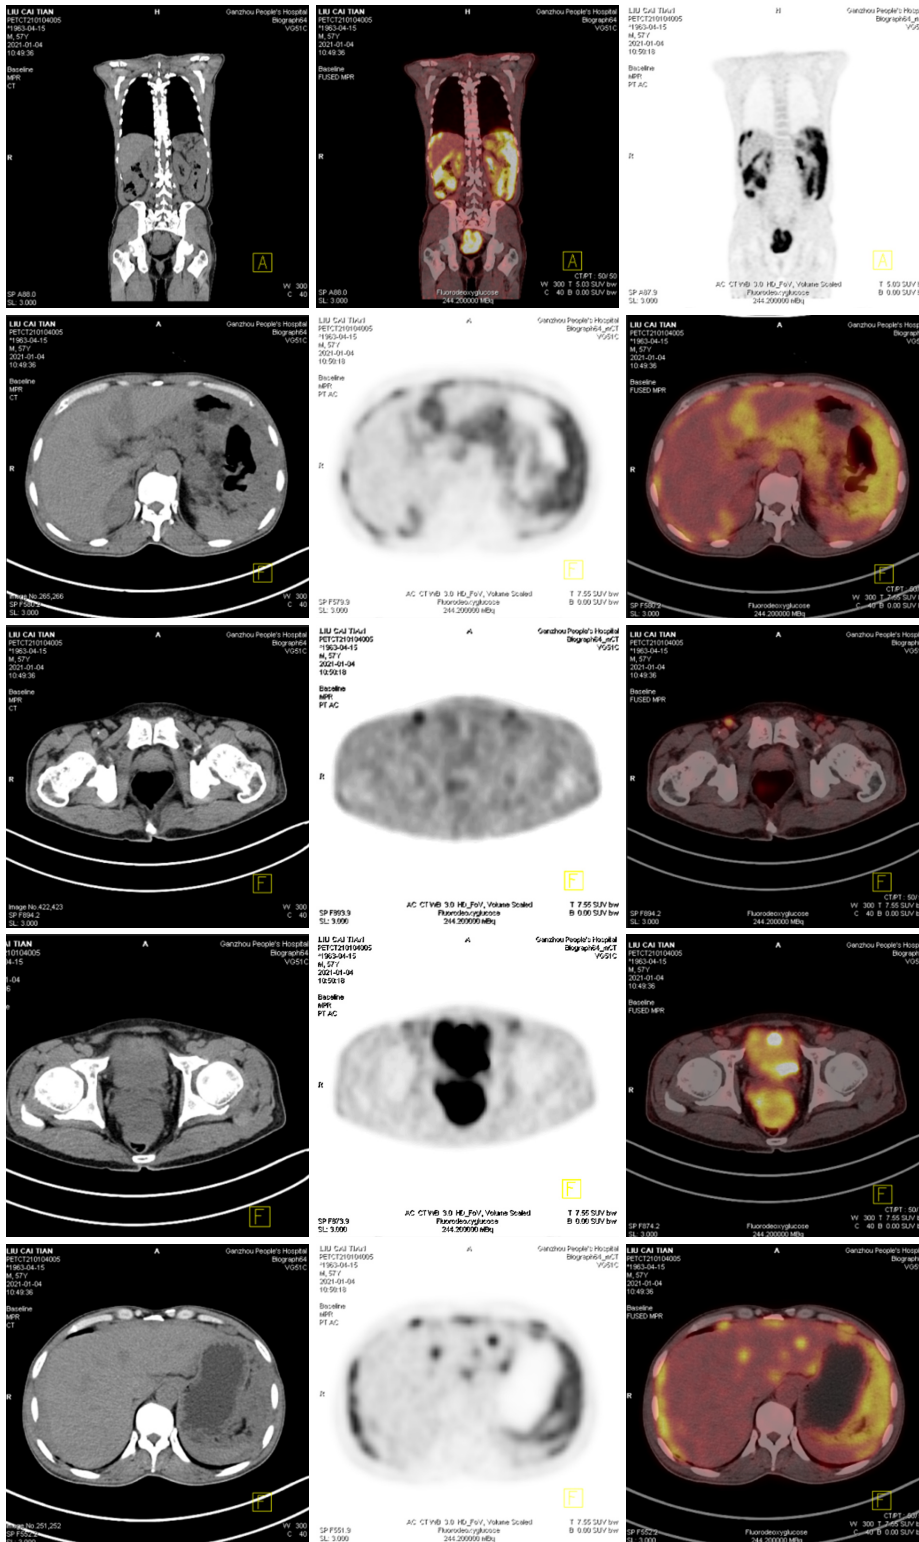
患者PET/CT结果提示肝包膜、腹膜、网膜、肠系膜广泛增厚, 肝脏多发低密度结节影, 双侧腹股沟淋巴结肿大, FDG代谢异常增高。
